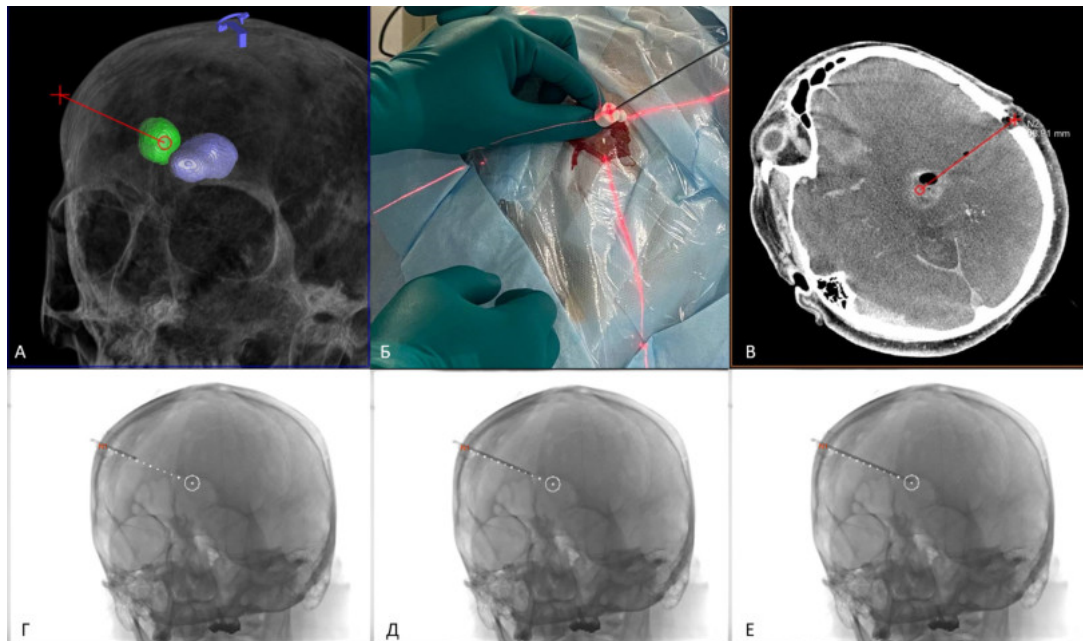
А — построение траектории таргетирования опухоли с сегментированием ее в трехмерном стереотаксическом пространстве (окрашена зеленым цветом) с одновременной визуализацией прилежащего к ней правого бокового желудочка (фиолетовый цвет), проникновения, в который при заборе биопсийного материала необходимо избежать; Б — процесс определения точного направления таргетирования с использованием направляющей площадки и системы лазерного наведения. При правильном расположении площадки shaft иглы должен быть подсвечен лазером на всем своем протяжении в двух ортогональных проекциях; В — контрольная ПДКТ без дополнительного контрастирования после выполнения биопсии и извлечения биопсийной иглы. В месте забора биопсийного материала из опухоли (лимфома головного мозга) визуализируется пузырек воздуха. Данных за внутриопухолевое кровоизлияние, подтекание крови по пункционному каналу, смещение структур мозга, а также формирование гематомы в месте доступа не получено; Г–Е — этапы продвижения биопсийной иглы к целевой точке с использованием режима дополненной рентгеноскопии (дополненной реальности). На рентгеноскопическом мониторе в одной из двух взаимно-перпендикулярных проекций в реальном времени визуализируется продвигаемая игла, согласно запланированной ранее траектории таргетирования, также отражающейся на мониторе. Для более точного продвижения иглы в трехмерном пространстве С-дугу периодически необходимо переводить во вторую ортогональную проекцию также используя рентгеноскопический контроль
